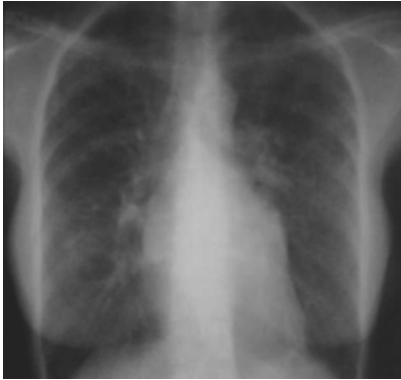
Radiografía al momento del alta
